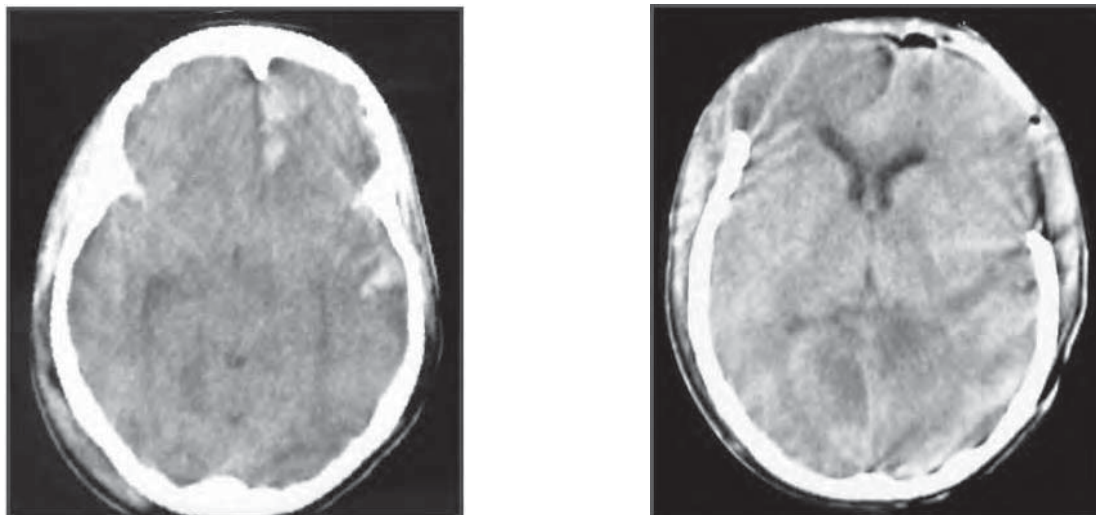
/17.- TAC de cráneo. Mismo caso de Fig. 73/15. Traumatismo de cráneo con lesiones contuso-hemorrágicas en lóbulos frontal y temporal izquierdos con gran edema cerebral. Craniectomía amplia fronto temporal. Desplazamiento anterior de los cuernos anteriores de los ventrículos laterales.
